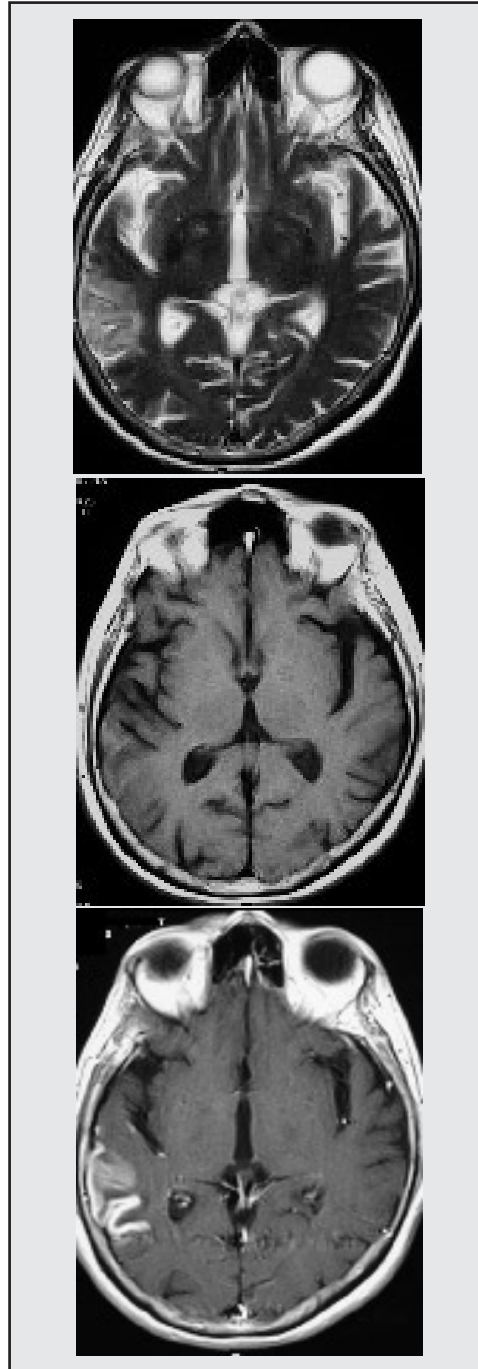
a, b, c. Infarto de la arteria cerebral media derecha. RM eco de espín información T1, T2 y T1 con medio de contraste. a) zona de baja señal con borramiento de los surcos adyacentes en lóbulo parietal b) zona de alta señal en la misma área. c) realce cortical con el medio de contraste
